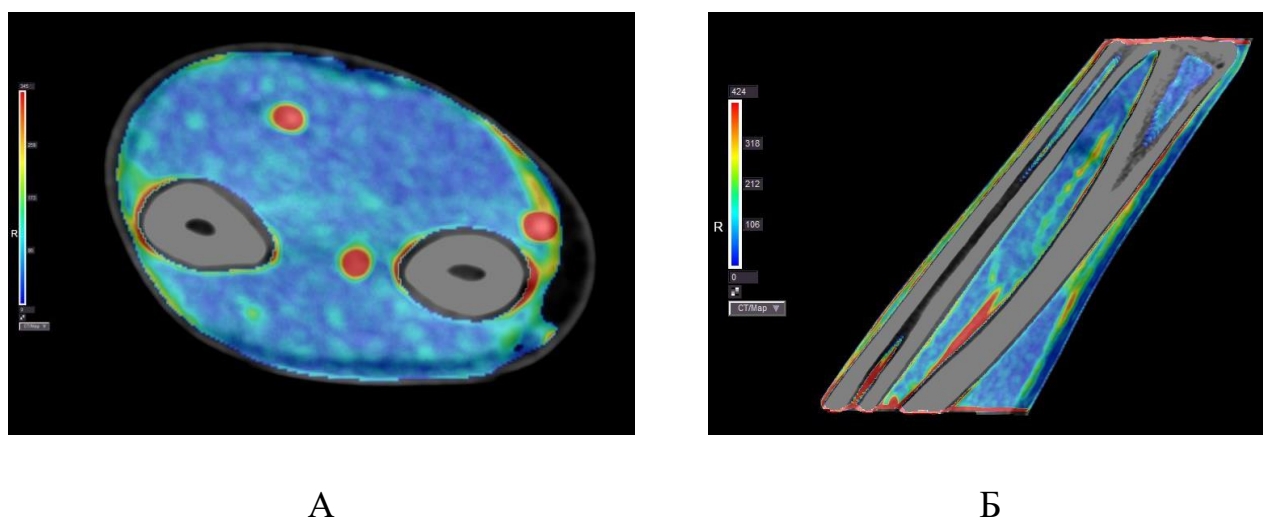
Динамическая перфузионная компьютерная томография лучевой области. Аксиальная плоскость (А). Корональная реконструкция (Б)
